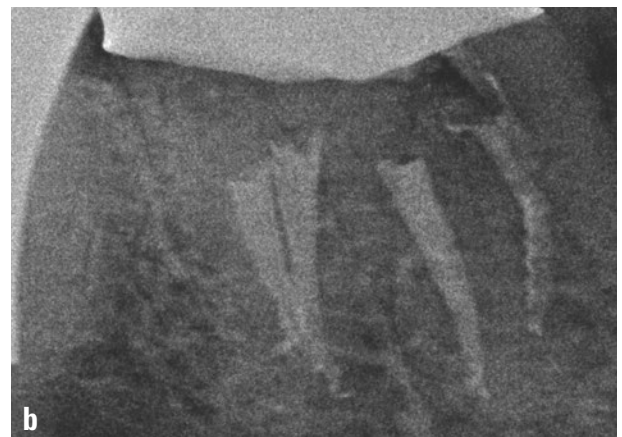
Zahn 46 mit röntgenologisch regelgerechter Wurzelkanalfüllung (a). Erst in der stark exzentrischen Röntgenaufnahme (b) ist ein intrakanalär gelegenes endodontisches Instrument erkennbar
